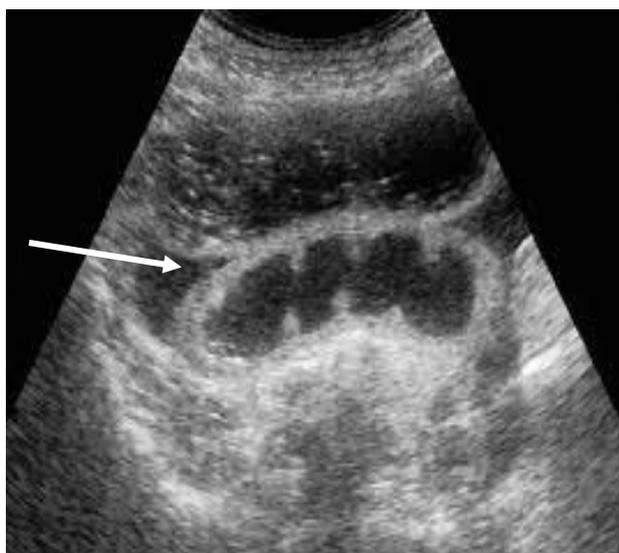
УЗИ. ОСТКН. Свободная жидкость в брюшной полости
